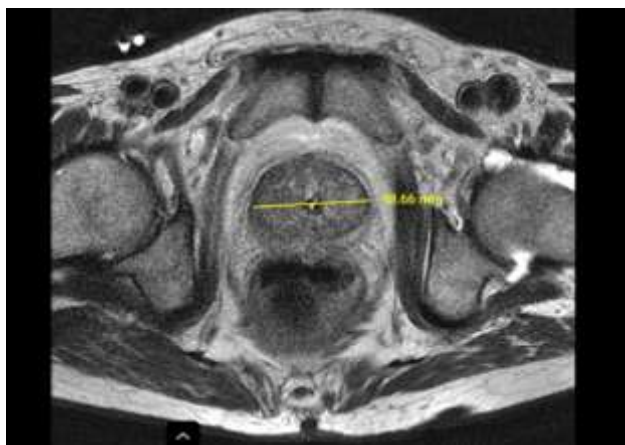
RMN abdomino-pelvin cu substanță de contrast în plan transversal
